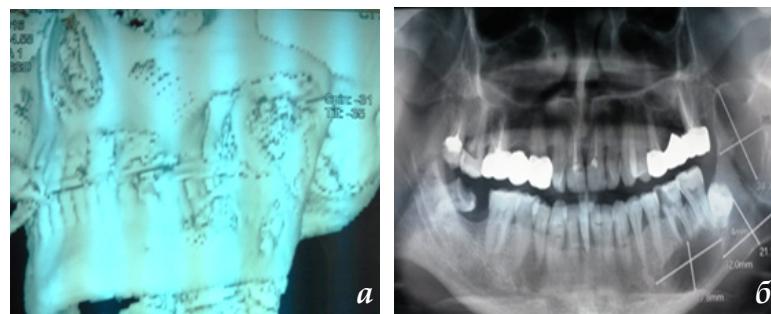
а, б – компьютерная томография и ортопантомография больного Ш., 34 лет
